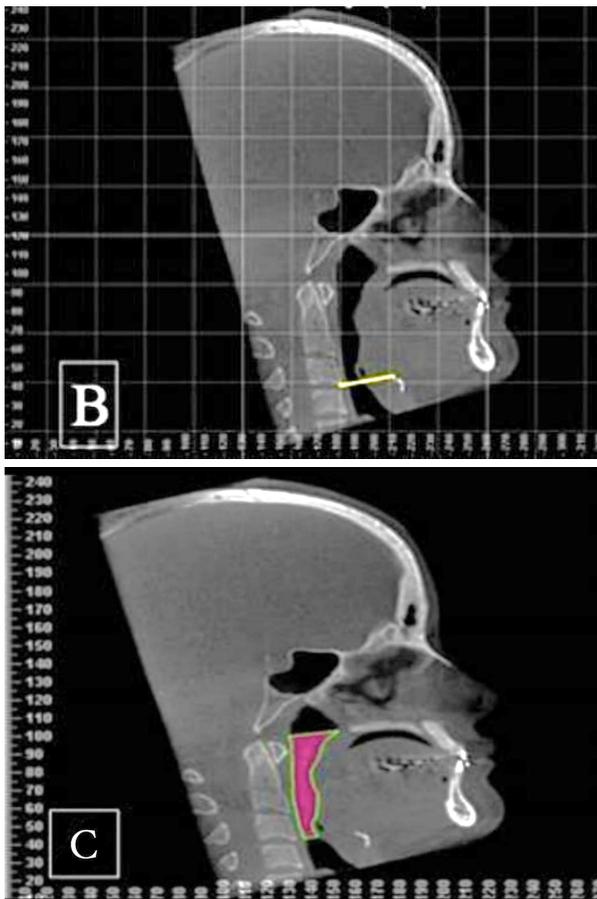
A. Imagem da medição do limite superior, corte axial da tomografia, com linha reta na região retropalatal, ligada da espinha nasal superior até a primeira vértebra cervical do indivíduo; Figura B. Imagem do limite inferior, área retroglossal, com corte axial da tomografia, linha reta medindo do osso hióide até a terceira vértebra do indivíduo; Figura C. Via aérea delimitando todo o limite superior e inferior.
